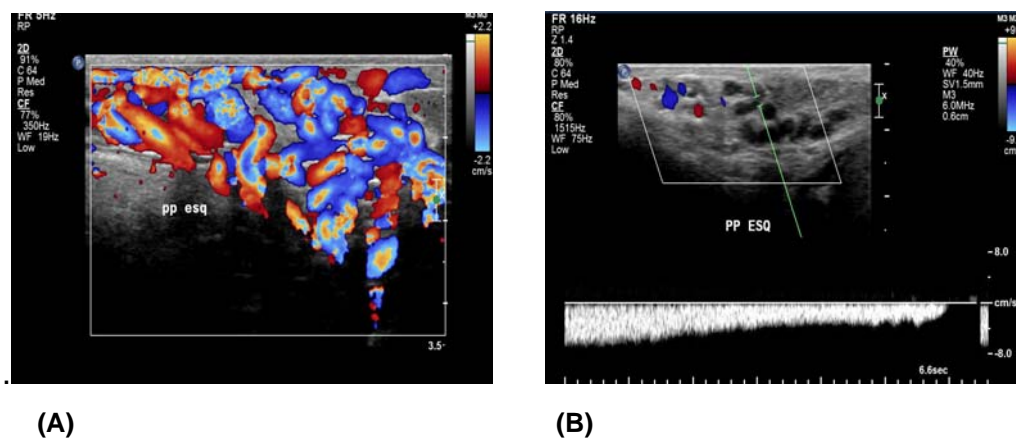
Refluxo venoso do plexo pampiniforme ao estudo Doppler colorido na posição ortostática (A). Refluxo venoso do plexo pampiniforme por mais de 1 segundo ao Doppler pulsado na posição ortostática (B)
